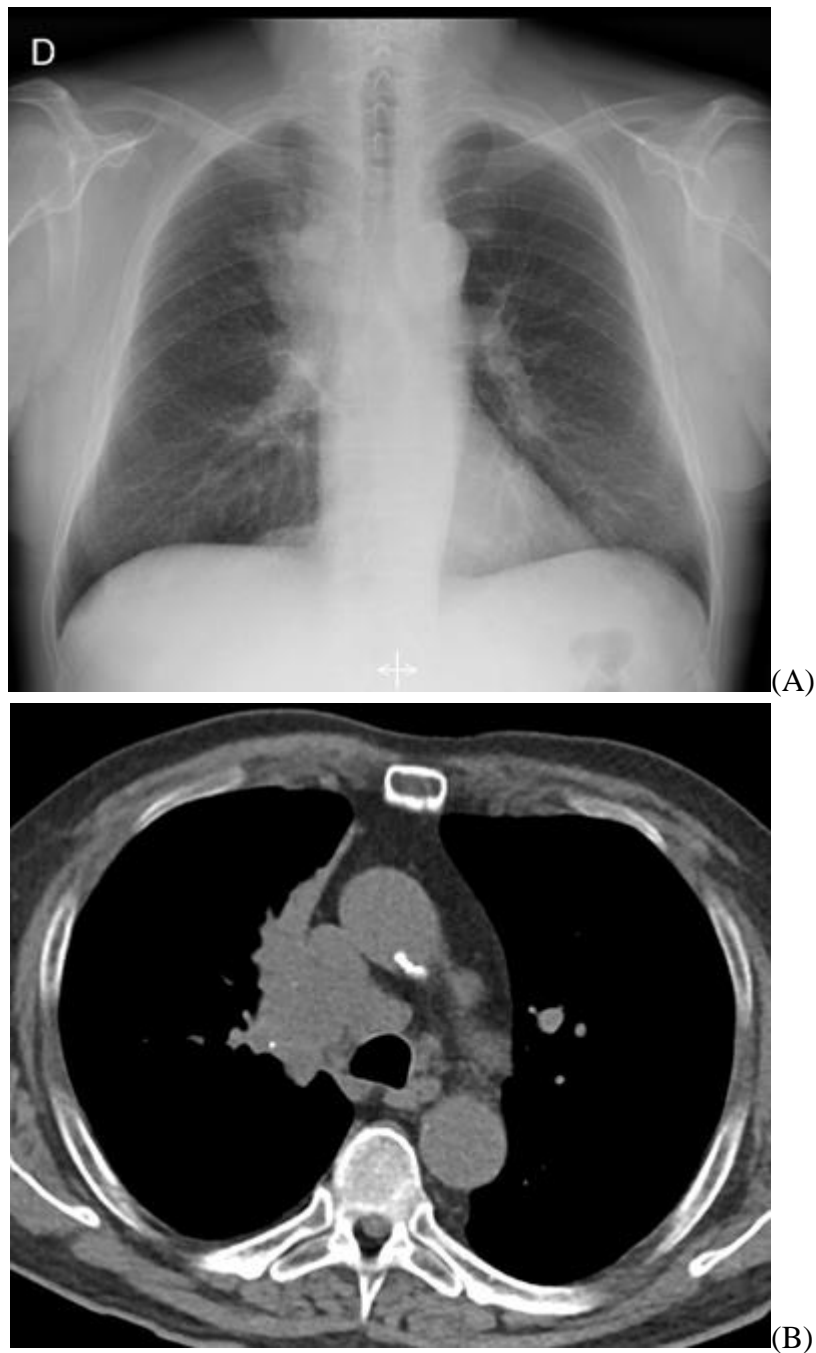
Em A, radiografia de tórax em PA. Massa peri-hilar, relacionada a linfonodomegalias hilares secundárias a um carcinoma de pequenas células. Em B, tomografia computadorizada com janela de mediastino demonstrando o tecido anômalo associado de linfonodomegalias paratraqueal e hilar à direita.
